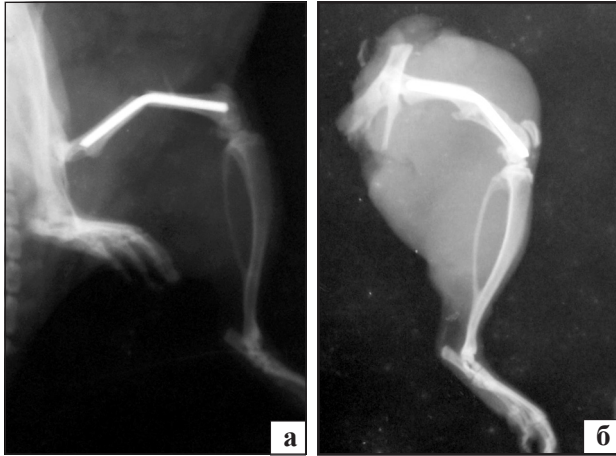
Фотовідбитки з рентгенограм кінцівки щура: а) безпосередньо після хірургічного втручання, інтрамедулярна фіксація стабільна; б) 3 місяці після втручання, щільне зрощення кісткових фрагментів
